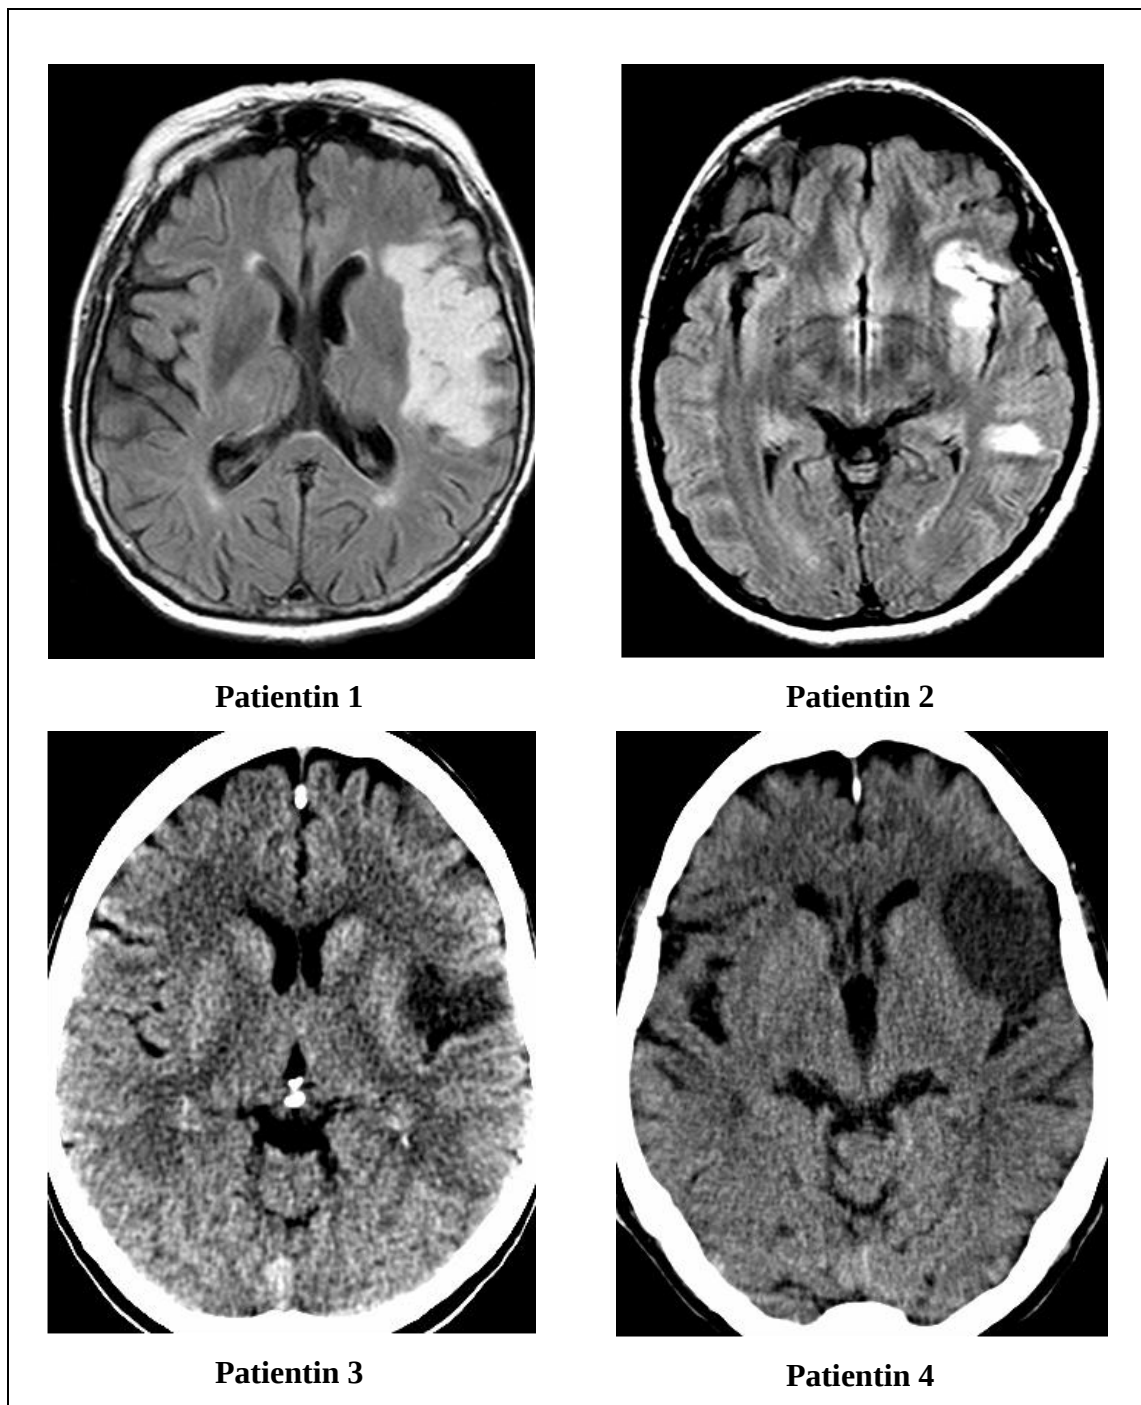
MRT- bzw. CCT-Befunde der vier Läsionspatientinnen
